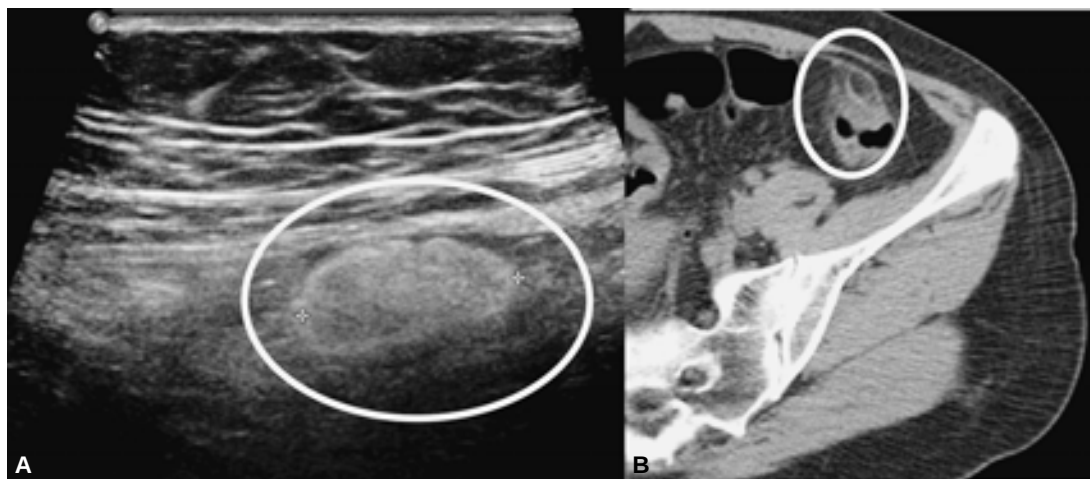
A y B) Paciente 18, Correlación de hallazgos por US (A) y TC (B) que establecen el diagnóstico final de torsión de apéndice epiploico izquierdo.
